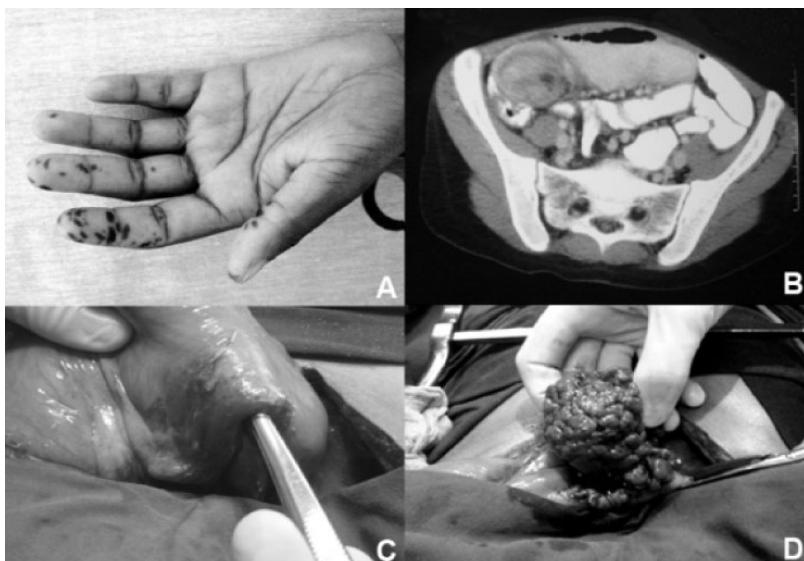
Síndrome de Peutz-Jeghers: (A) hiperpigmentação cutânea nas mãos; (B) tomografia de abdome mostrando intussuscepção intestinal; (C) visão intraoperatória de intussuscepção intestinal e (D) ressecção intraoperatória de grande pólipo de Peutz-Jeghers que causava dor abdominal por intussuscepção
